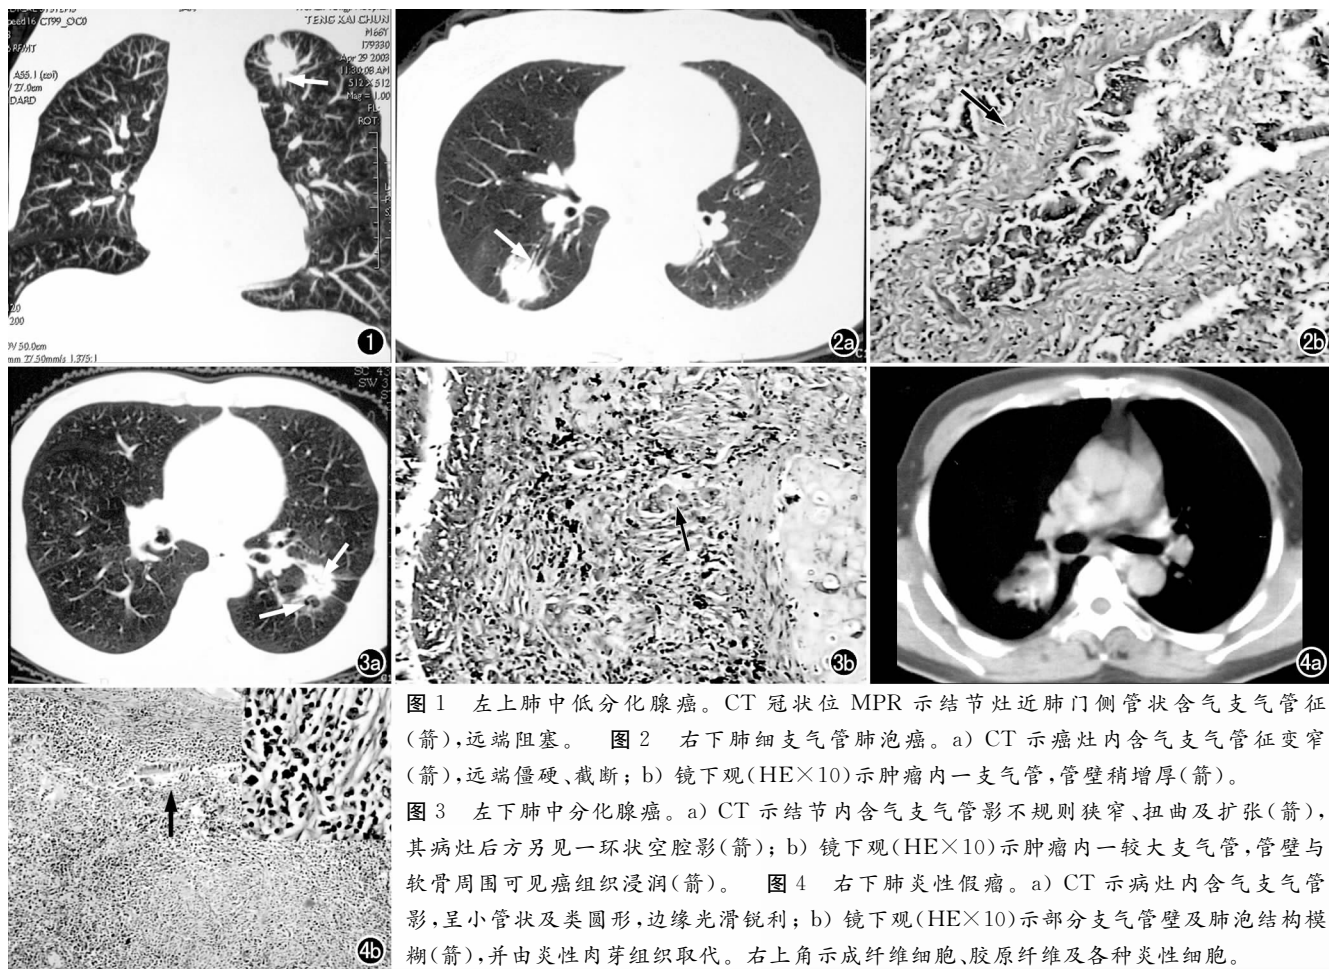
左上肺中低分化腺癌。CT 冠状位 MPR 示结节灶近肺门侧管状含气支气管征(箭),远端阻塞。图 2 右下肺细支气管肺泡癌。a) CT 示癌灶内含气支气管征变窄(箭),远端僵硬、截断; b) 镜下观(HE×10)示肿瘤内一支气管,管壁稍增厚(箭)。图 3 左下肺中分化腺癌。a) CT 示结节内含气支气管影不规则狭窄、扭曲及扩张(箭),其病灶后方另见一环状空腔影(箭); b) 镜下观(HE×10)示肿瘤内一较大支气管,管壁与软骨周围可见癌组织浸润(箭)。图 4 右下肺炎性假瘤。a) CT 示病灶内含气支气管影,呈小管状及类圆形,边缘光滑锐利; b) 镜下观(HE×10)示部分支气管壁及肺泡结构模糊(箭),并由炎性肉芽组织取代。右上角示成纤维细胞、胶原纤维及各种炎性细胞。
